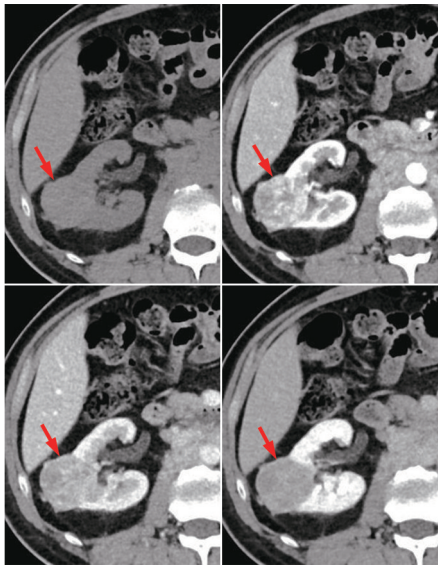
肾透明细胞癌合并乳房外 Paget 病患者(男, 58 岁)腹部增强 CT 图(箭头示病灶) 右肾中部可见混杂密度肿物,动脉期明显不均匀强化,门静脉期及延迟期快速廓清
